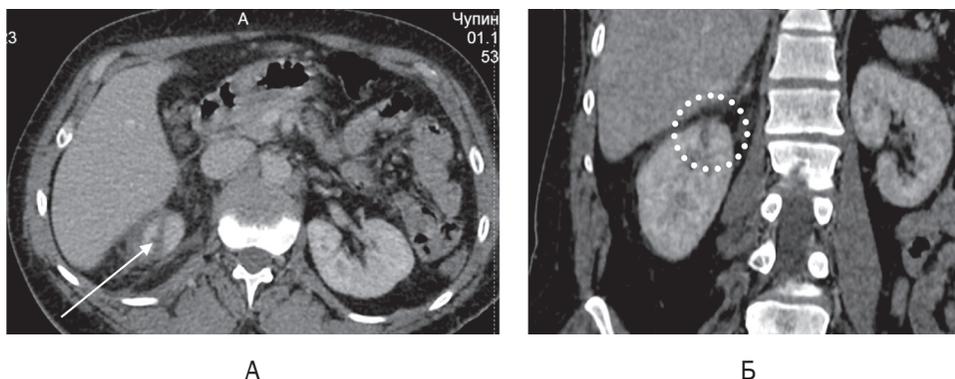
Компьютерная томограмма с внутривенным усилением пациента Ч. с огнестрельным пулевым ранением почки (А – на томограмме стрелкой показан раневой канал в области верхнего полюса правой почки; Б – на томограмме пунктирным кружком показан разрыв паренхимы верхнего полюса правой почки глубиной 7 мм, без экстравазации контрастного вещества)
